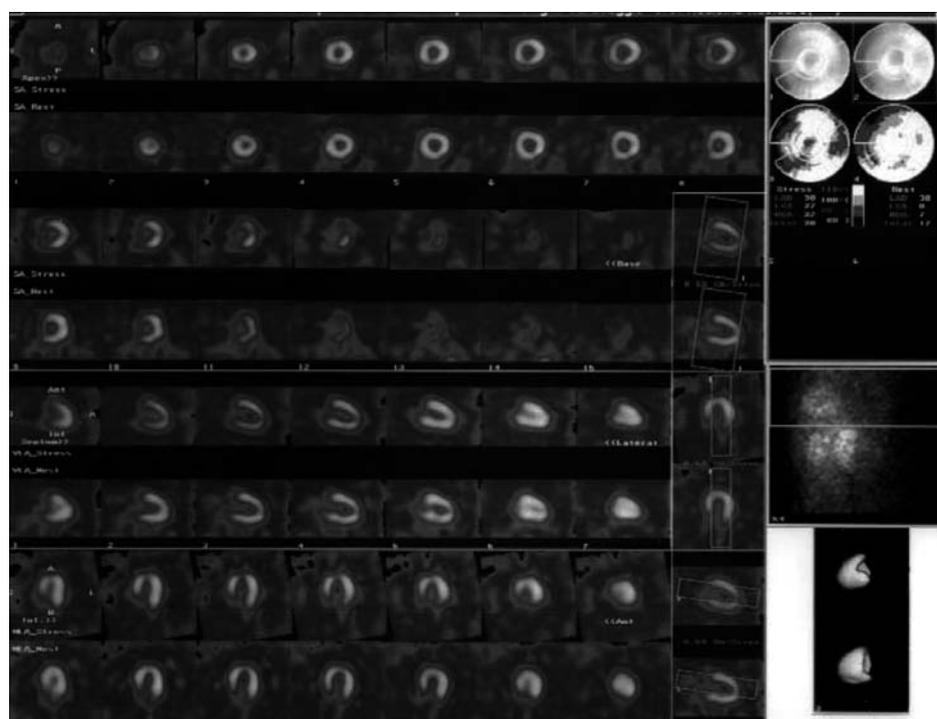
Tomografia computerizzata ad emissione di fotone singolo con tallio da sforzo.
